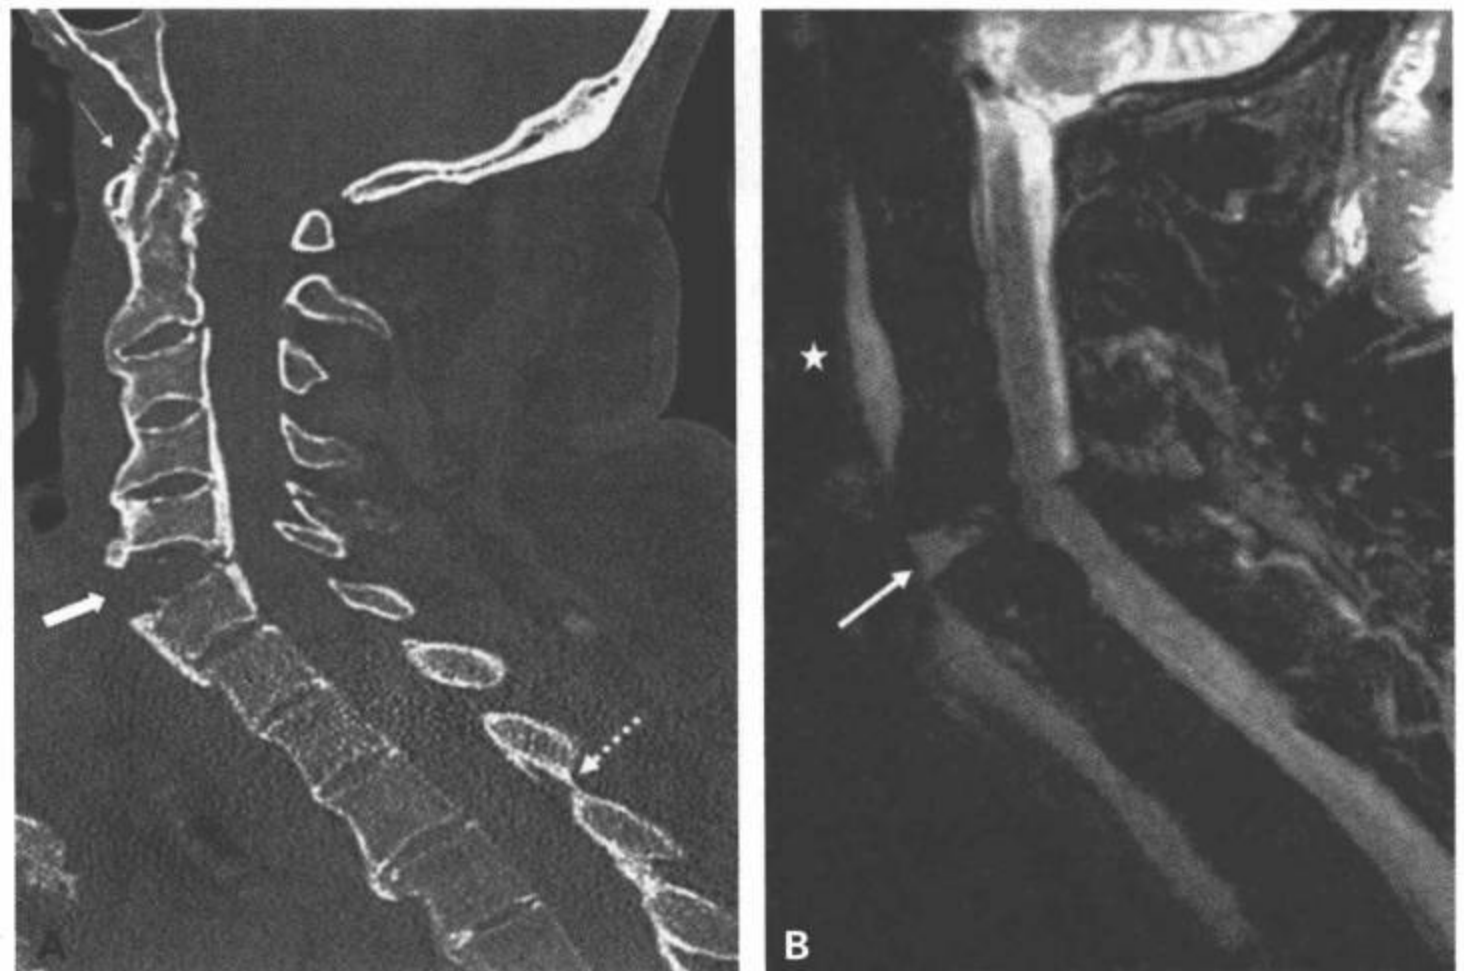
强直性脊柱炎中的典型伸展型损伤。A：CT 多平面重组正中矢状面图像显示 C5-C6 间隙前部增宽（粗箭）。注意颅底到上颈椎的骨性关节强直（细箭）和黄韧带骨化（点箭）。B：矢状面 T2 加权脂肪抑制 MRI 显示椎间盘断裂（箭）和广泛的椎前水肿（星号）。
